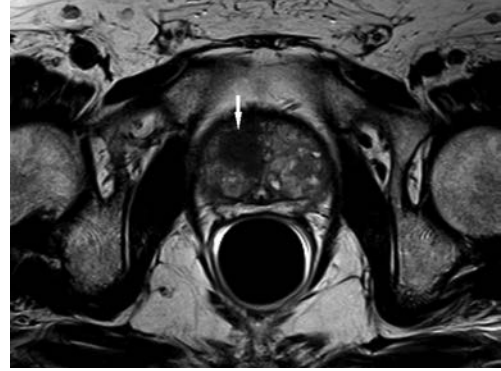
Prostat MRG, transvers plan. T2 ağırlıklı kesitlerde zonal ayrım net olarak yapılabilmektedir.
